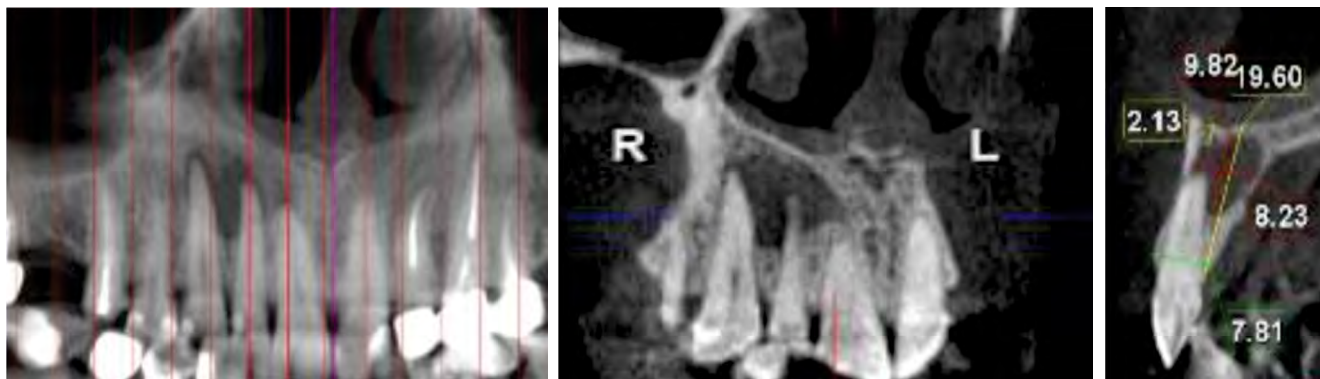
Analiza CBCT evidențiază conturul și localizarea leziunii chistice având punct de plecare 12
